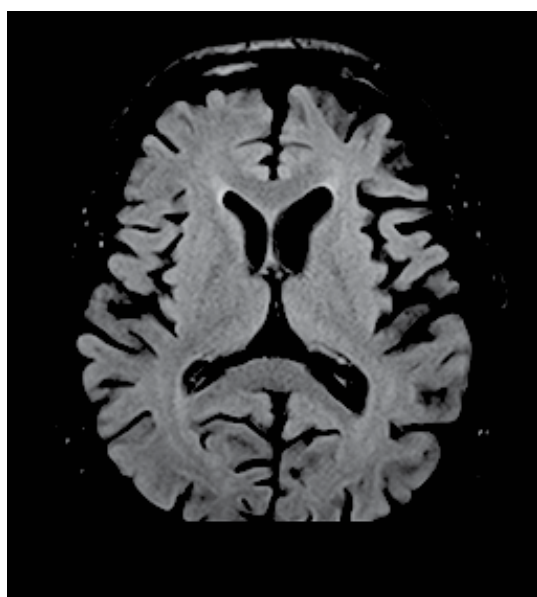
Аксиальные срезы ГМ пациента, выполненные в режиме T2 FLAIR.
